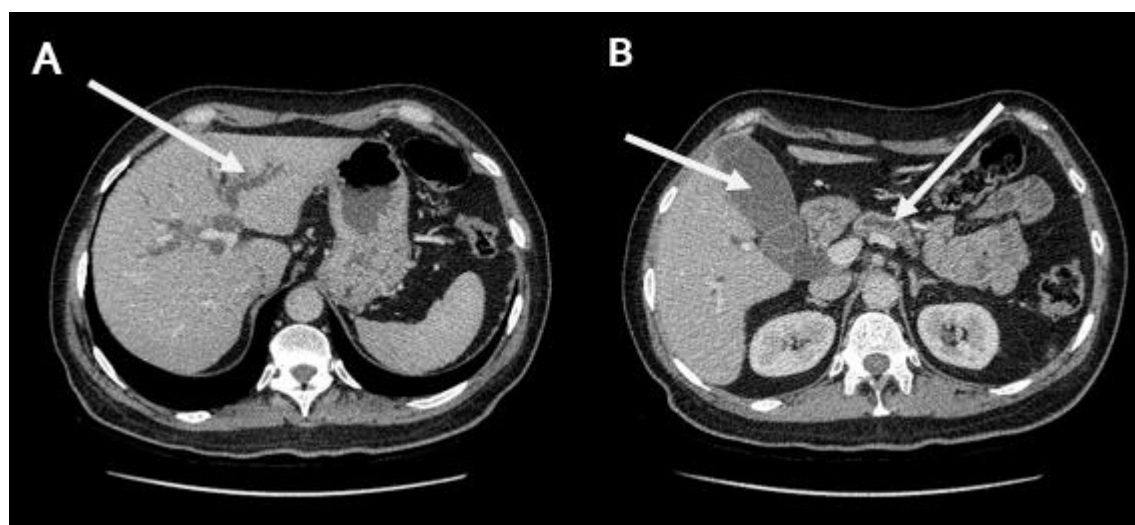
TDM abdominale (A+B) : Coupes axiales passant par l'étage abdomino-pelvien montrant la présence d'une dilatation des VBIH (A), d'une dilatation du Wirsung avec distension de la vésicule biliaire (B)
